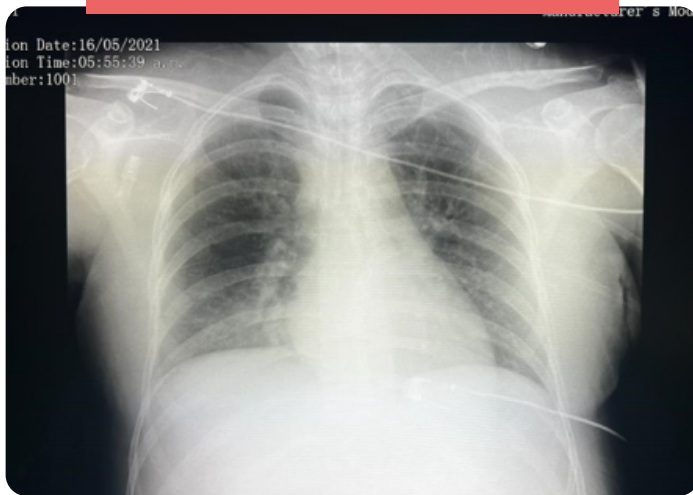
Radiografía del tórax de embarazada con 21 semanas con cuadro de distress respiratorio del adulto secundario a síndrome del gran quemado.
